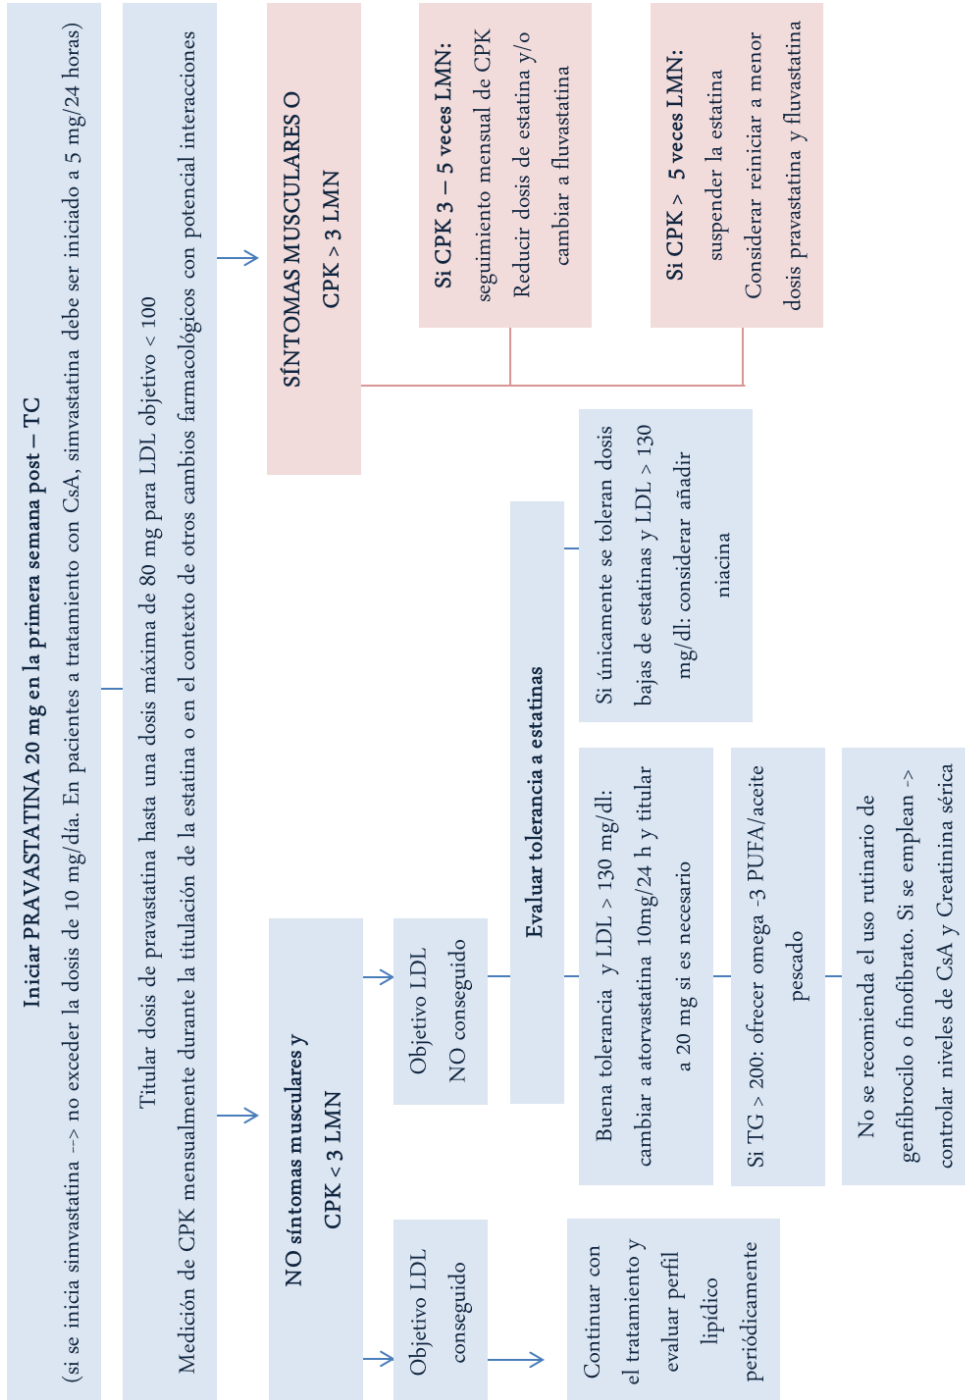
Propuesta de manejo de miotoxicidad por estatinas en el paciente TC
